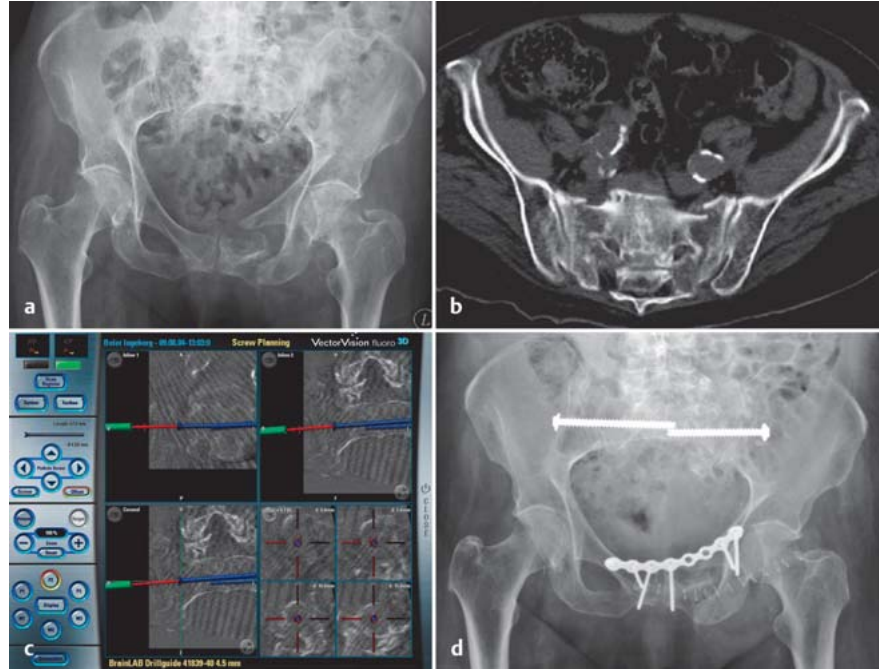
a bis d a, b Pat. 80 Jahre, osteoporot. Becken-C-Instabilität bds. AO 61 C3.3, Prael-OP Röntgen und CT. c Gute Bildqualität im 3-D-Datensatz für die Navigation der SI-Schrauben bds. d Post-OP-Röntgenbild.
